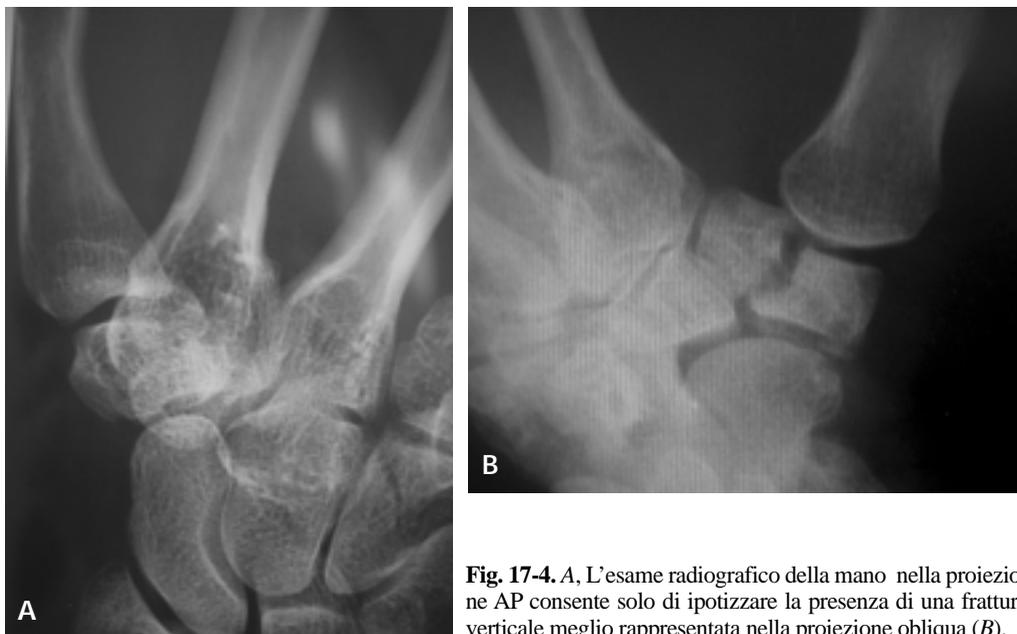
A, L'esame radiografico della mano nella proiezione AP consente solo di ipotizzare la presenza di una frattura verticale meglio rappresentata nella proiezione obliqua (B).
